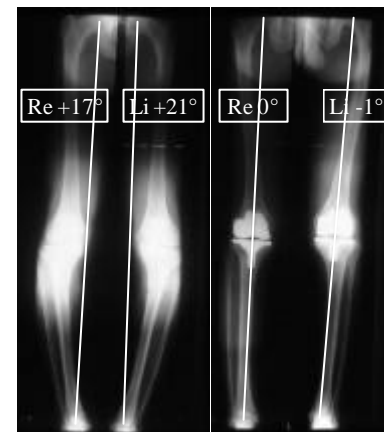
Röntgenologischer Achsenverlauf beidseits präoperativ und 3 (links) bzw. 9 Monate später (rechts).
